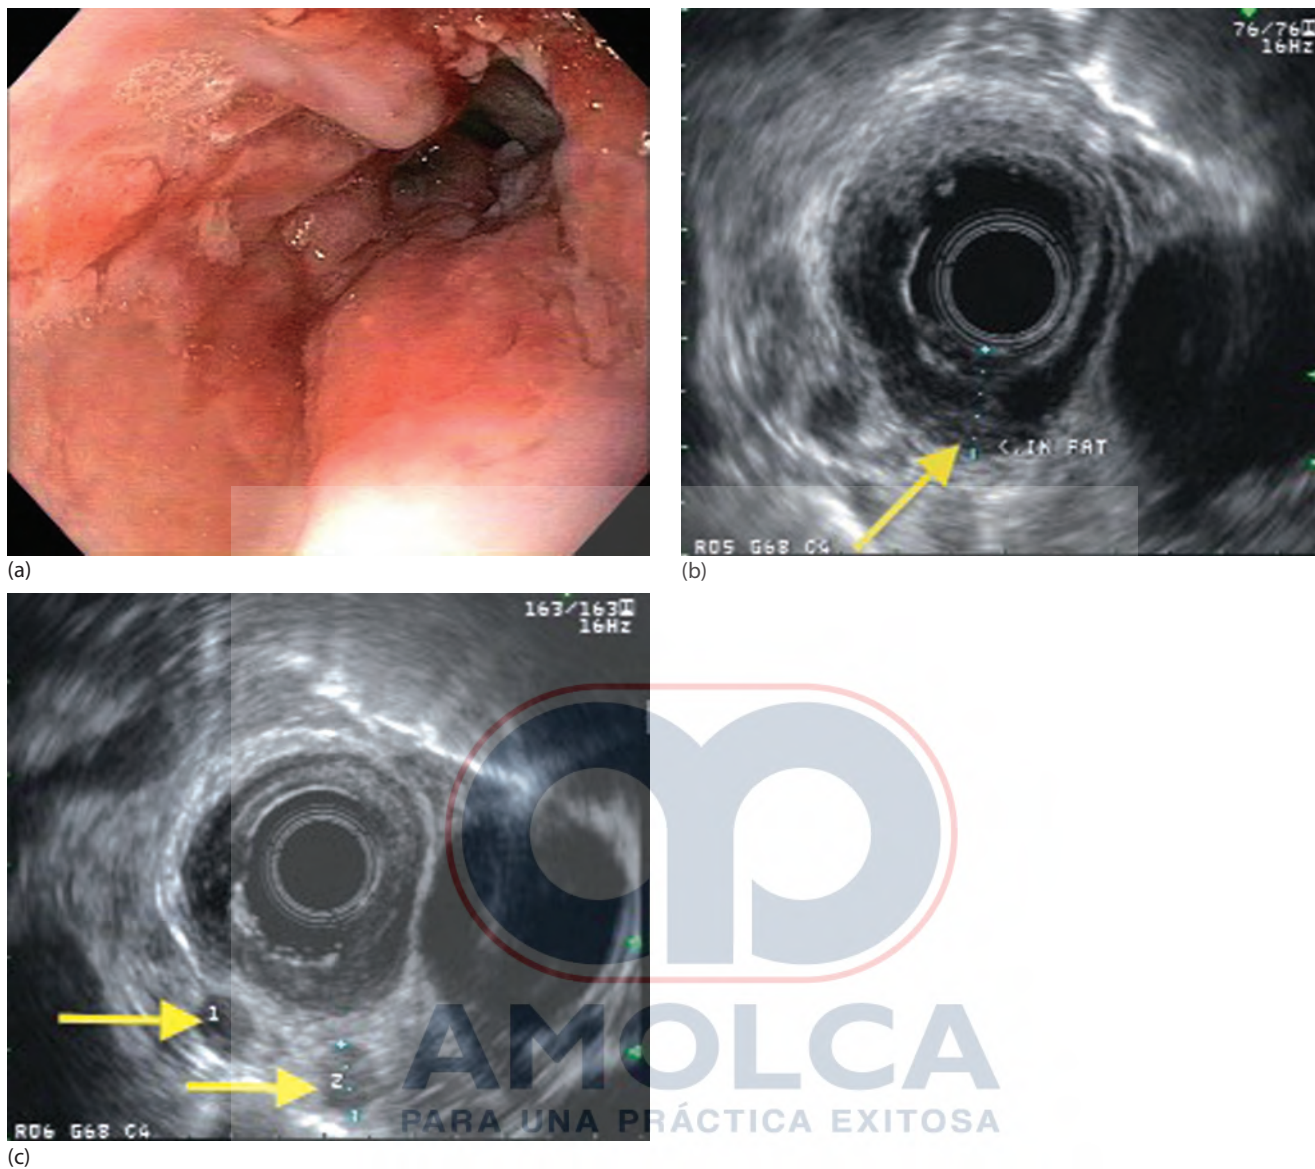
Lesión de T3N2Mx, adenocarcinoma que obstruye parcialmente el esófago torácico inferior, atravesado después de la dilatación para completar el examen endoscópico y endosonográfico (a); la imagen de ultrasonido endoscópico (USE) muestra la lesión que invade a través de la muscular propia (MP) dentro de la grasa periesofágica marcada por la flecha (b). Un total de cuatro nódulos linfáticos de apariencia maligna fueron observados durante el examen (lesión N2), dos mostrados en el cuadro del USE marcado por las flechas (c).
